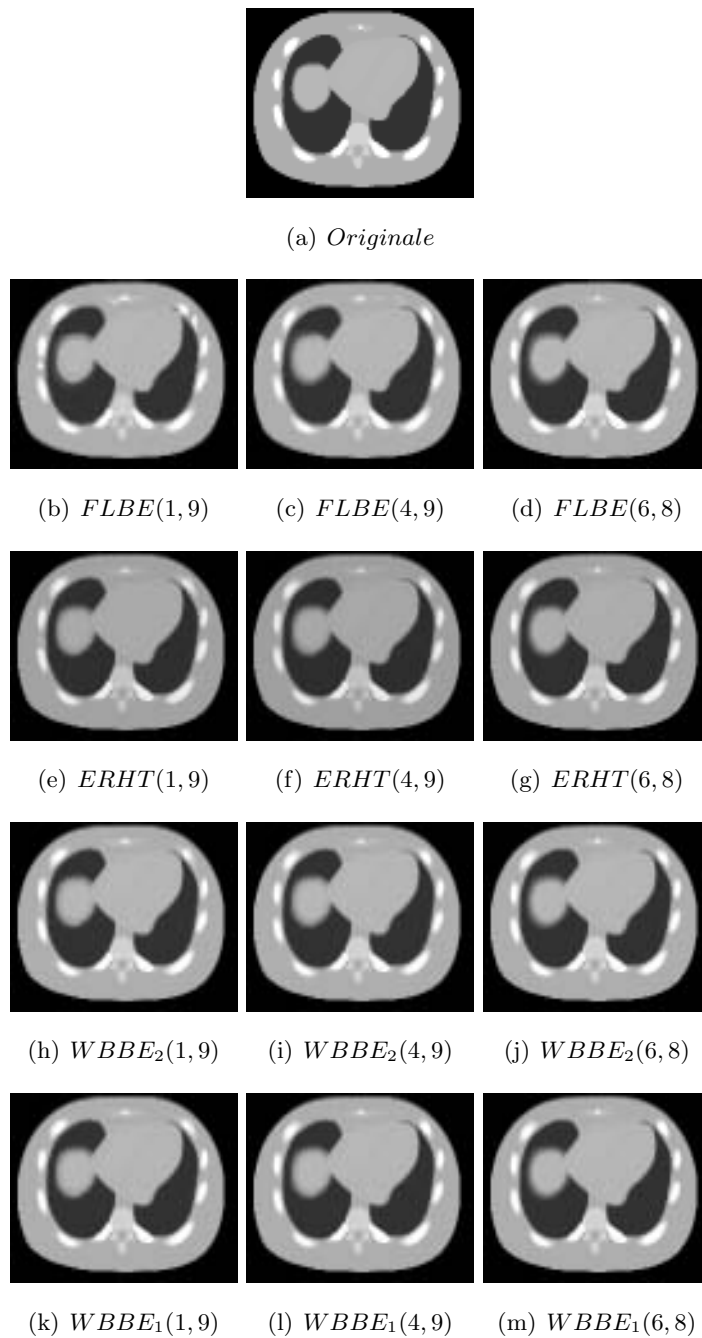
Image  $CT_7$  reconstruite par les 4 méthodes avec trois couples d'images bornes.
